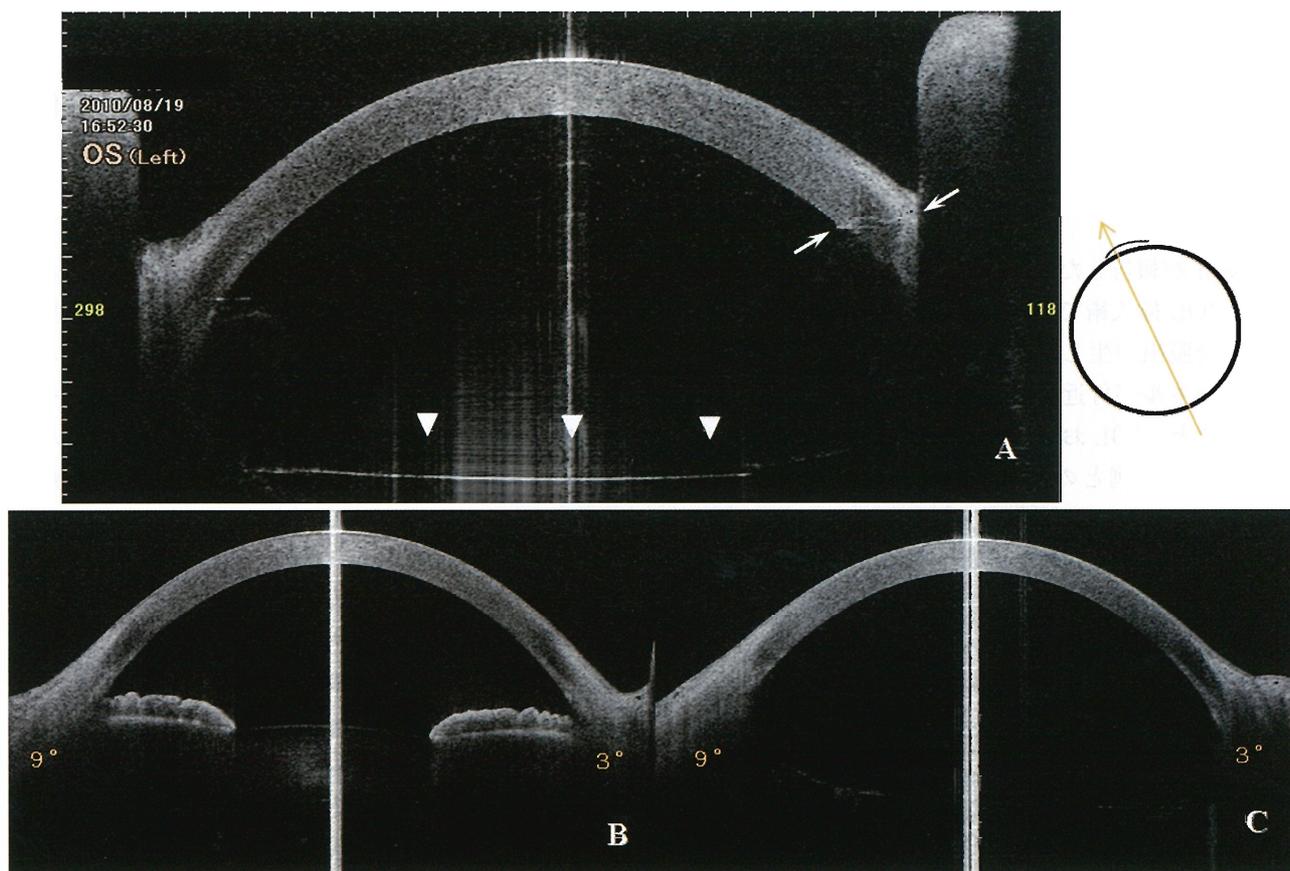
Anterior segment optical coherence tomography (AS-OCT)
